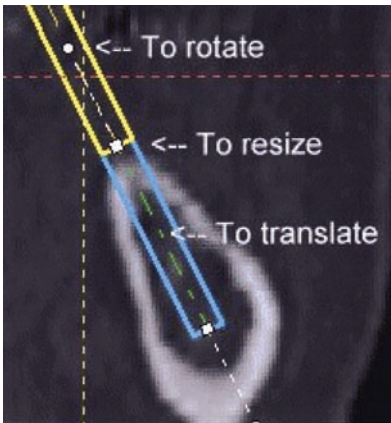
Ansicht der CT Cross-Section im Planungsprogramm mit dem geplanten Implantat. Das virtuelle Implantat kann leicht durch Anklicken in seiner Position, Lage und Länge verändert werden
